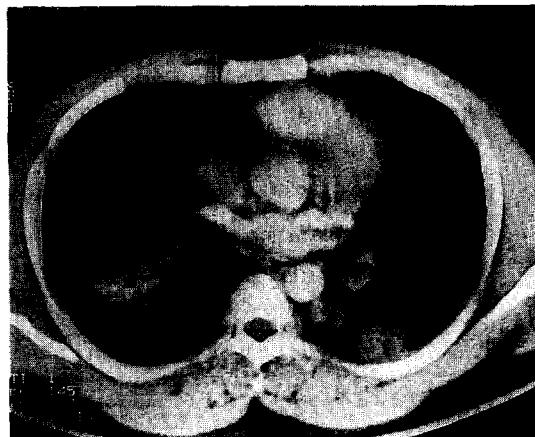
CT film shows consolidation with air bronchogram in both lower lobe superior segment(case 11 patient).
